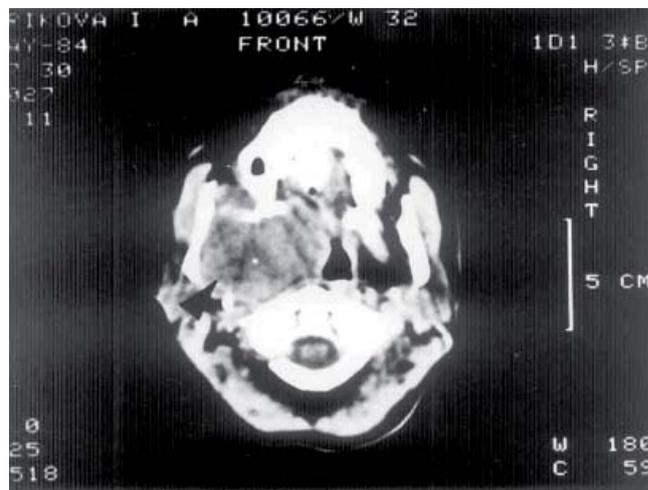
Компьютерная томография больной П. 32 лет.
